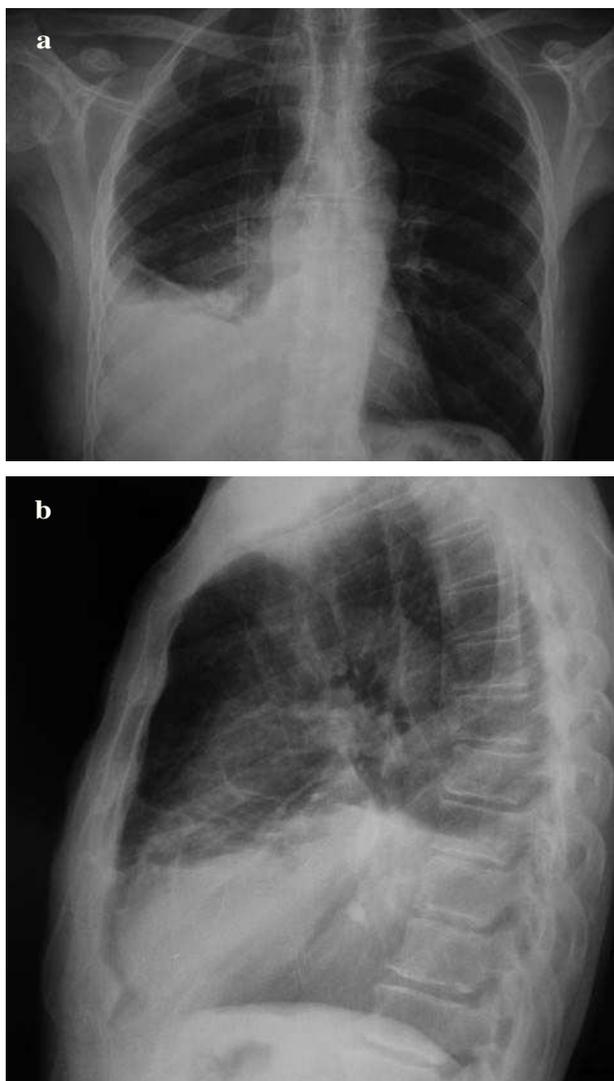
Radiografía posteroanterior (a) y lateral (b) de tórax donde se observa un aumento de densidad homogéneo en la base del hemitórax derecho, indicativo de derrame pleural.
